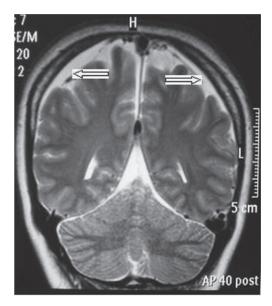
Ressonância Magnética do Crânio 40 dias Pós-anestesia Subaracnóidea mostrando Imagem Sugestiva de Hematoma Subdural Crônico na região Frontoparietal Bilateralmente.
